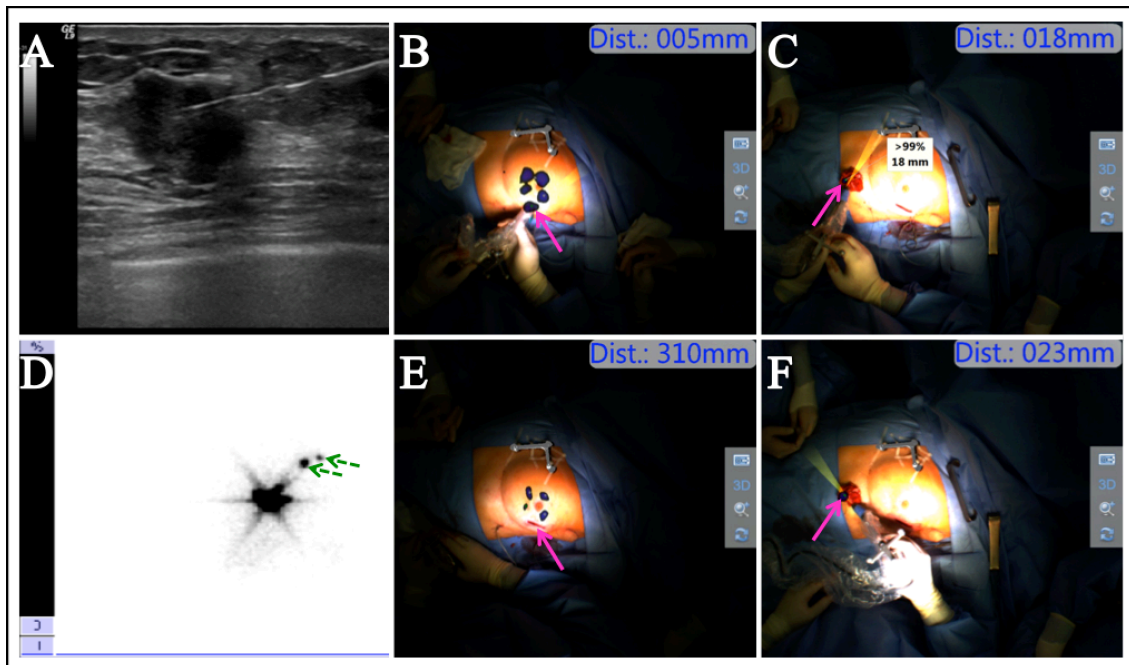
Exemplarischer Verlauf des iROLL-Verfahrens im Rahmen der Studie; Bei der Patientin (Pat. 10) konnten bereits nach (A) sonographisch geführter, intratumoraler Tracerinjektion in den (D) frühen Szintigraphien die SLNs (grün gestrichelte Pfeile) dargestellt werden. Der Vergleich von (B) Präinzisionsscan mit intratumoralem Tracerdepot (rosa Pfeil) und Postexzisionsscan (E) ohne intratumorales Tracerdepot (rosa Pfeil) veranschaulicht die Primariusresektion. (C, F) In den abschließenden Resektatscans wurde durch die erfolgten Abstandsmessungen von einer zentralen Lage des Tumors im resezierten Gewebe ausgegangen.
